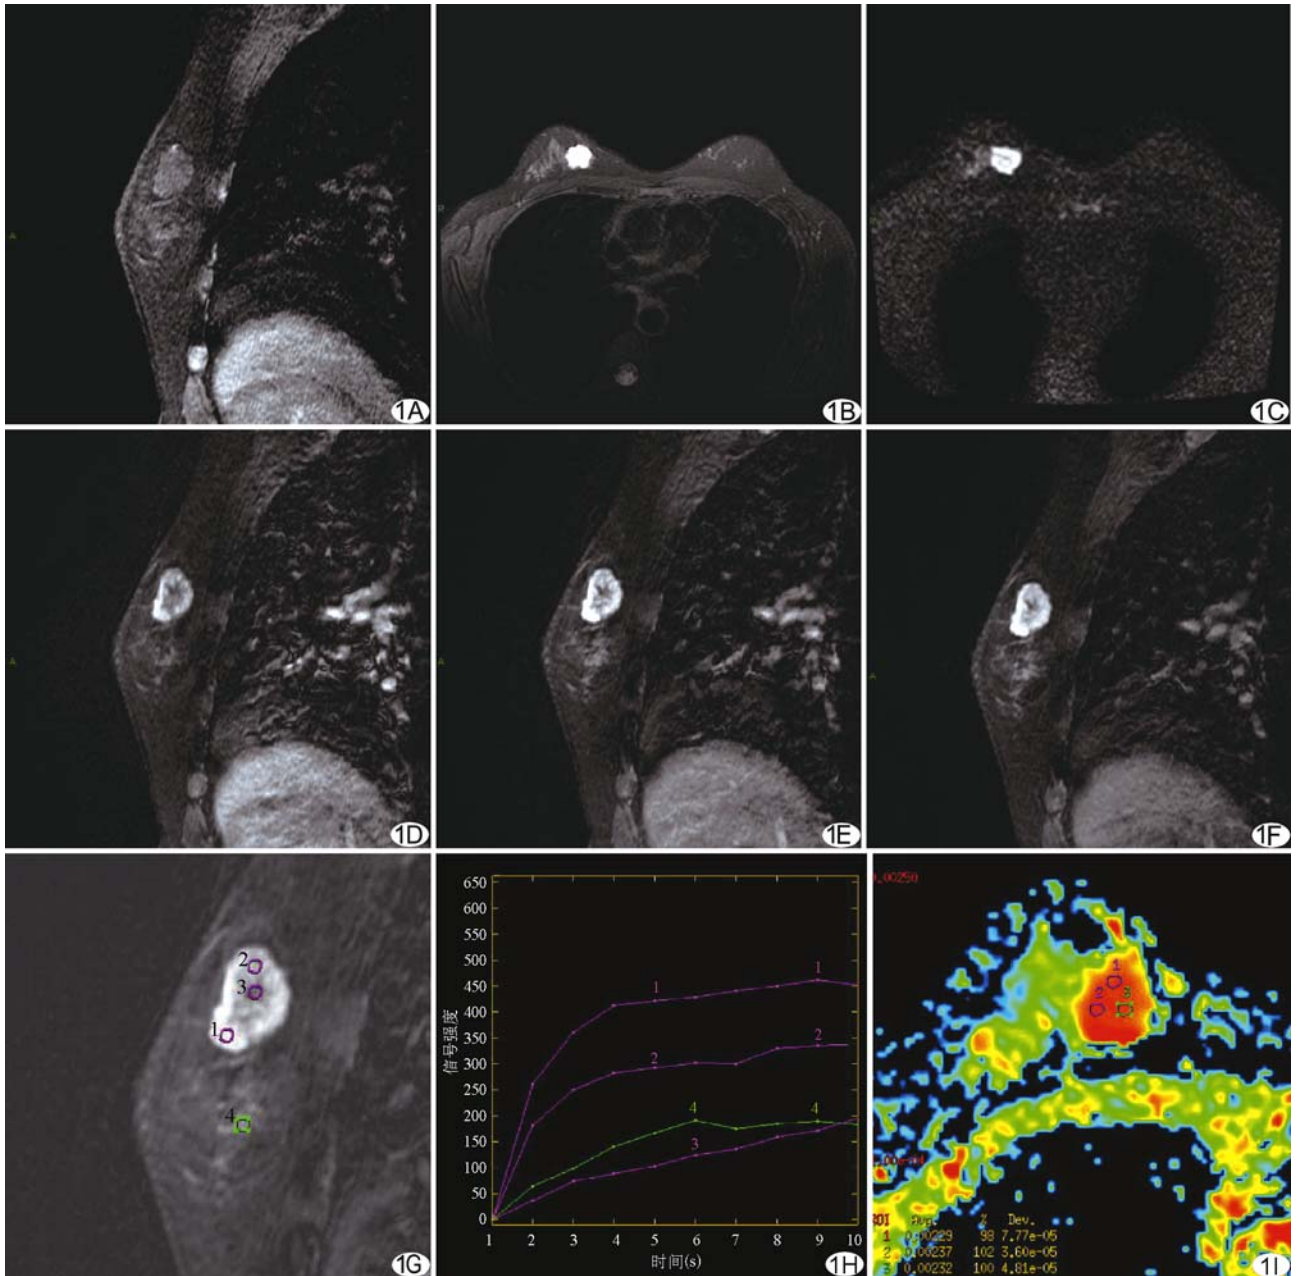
患者女,39 岁,右乳单纯型黏液腺癌,病灶呈浅分叶,边界清楚 A. 病灶 T1WI 蒙片呈略低信号; B. T2WI IDEAL 呈高亮信号; C. DWI 示弥散受限; D~F. 增强后可见病灶边缘强化,逐渐向中心充填; G、H. 动态增强曲线呈流入型; I. ADC 图,平均 ADC 值为 $2.33 \times 10^{-3} \text{ mm}^2/\text{s}$
